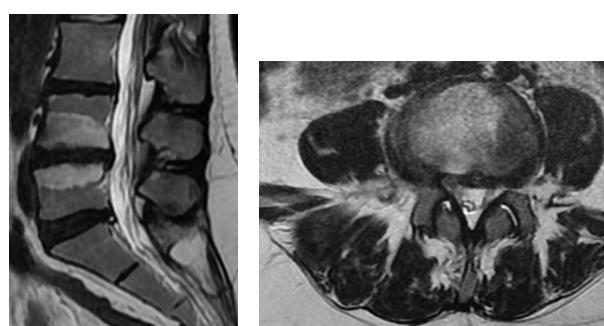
Пациент Д., 29 лет, с люмбошиалгическими болями. МРТ- исследование: изменения позвонков по типу Модик 2 (перерождение красного костного мозга в желтоватую жировую ткань)
